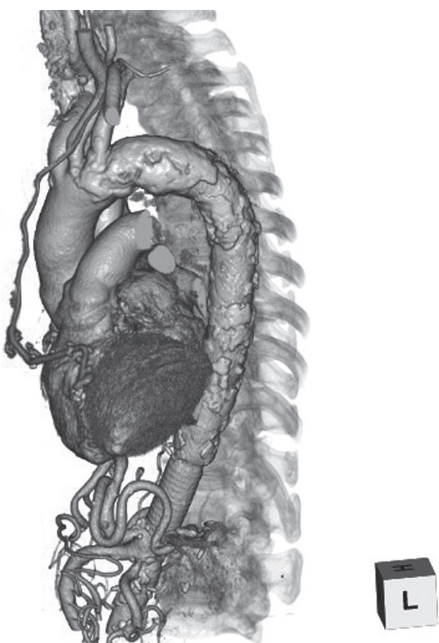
Postoperative three dimensional computed tomography of case 1.
